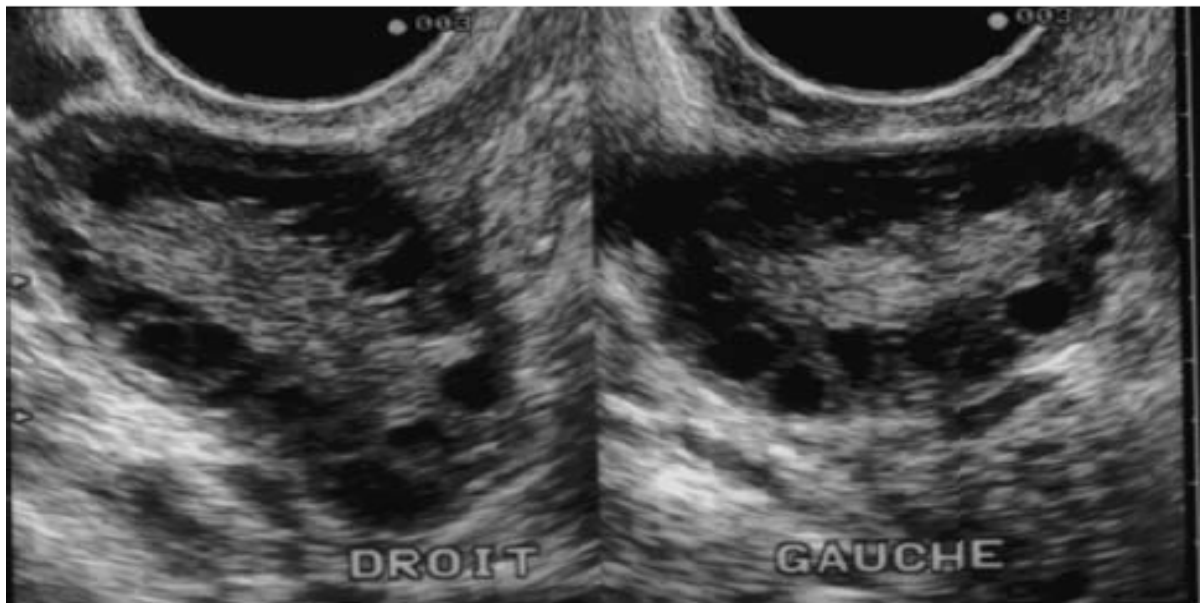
Aspect échographique des ovaires polykystiques (Theron-Gerard et al., 2008)
